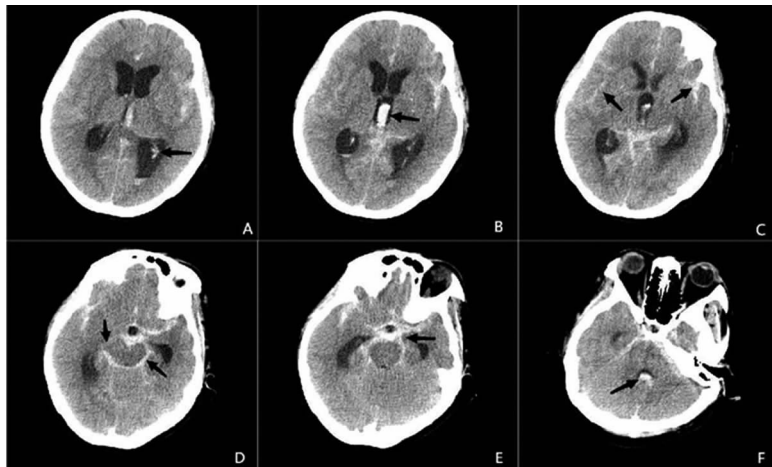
颅脑 CT 表现(A:双侧侧脑室增大,左侧侧脑室后角内见高密度铸型,如箭头所示;B:第三脑室见高密度铸型,如箭头所示;C:大脑双侧外侧裂内见高密度铸型,如箭头所示;D:环池内见高密度铸型,如箭头所示;E:鞍上池及脚间池内见高密度铸型,如箭头所示;F:第四脑室内见高密度铸型,如箭头所示)
